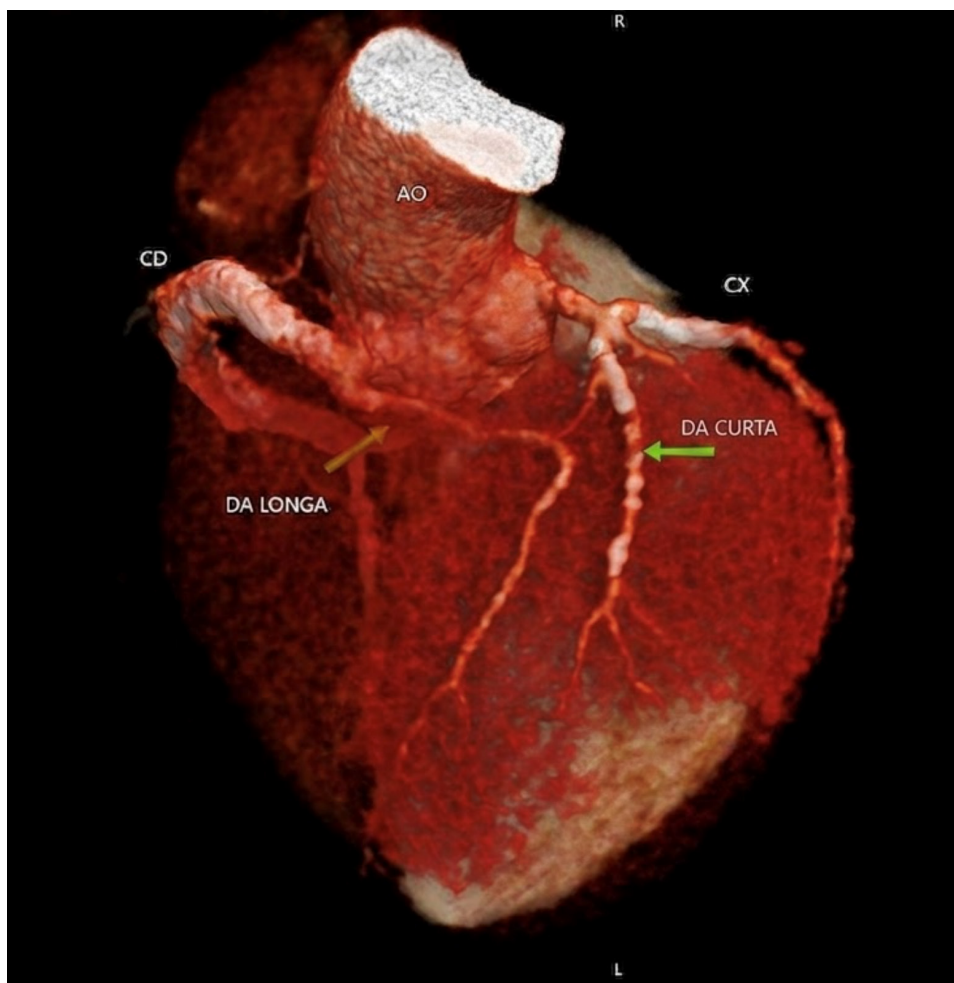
Angiotomografia de coronárias. ADA duplicada (trajeto longo – ADA tipo IV), apresentando origem anômala a partir do terço proximal da ACD; seu terço proximal segue trajeto intraseptal, sem redução luminal; o terço médio alcança o sulco interventricular anterior e exibe placa calcificada que promove discreta redução luminal; o terço distal atinge o ápice, sem placas ou redução luminal. AO: aorta; CD: Coronária Direita. CX: Artéria Circunflexa
